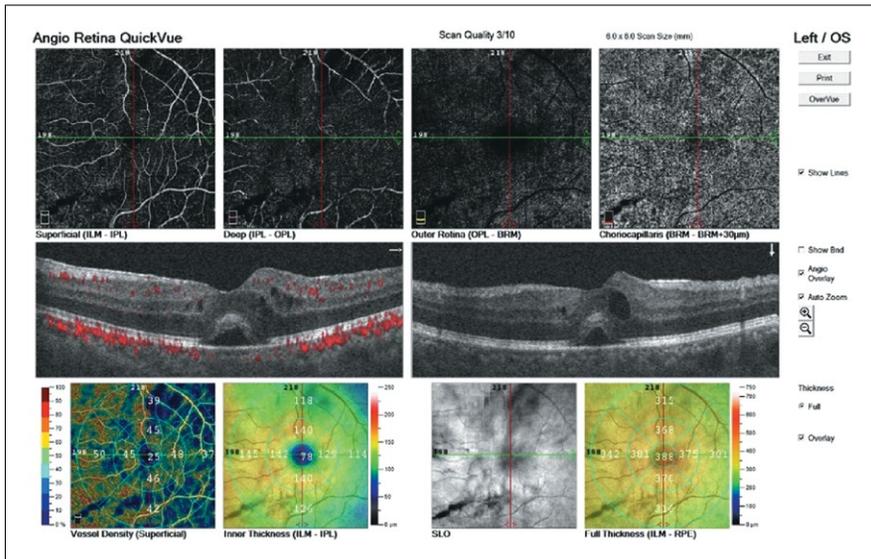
Оптическая когерентная томография макулярной зоны.
